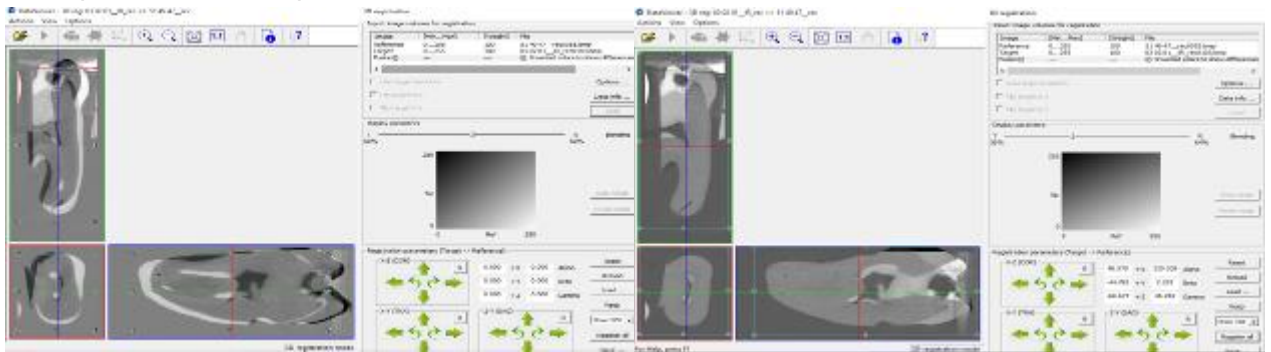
Imagem representativas das imagens obtidas pelo micro-CT no software *NRecon* para serem reconstruídas
